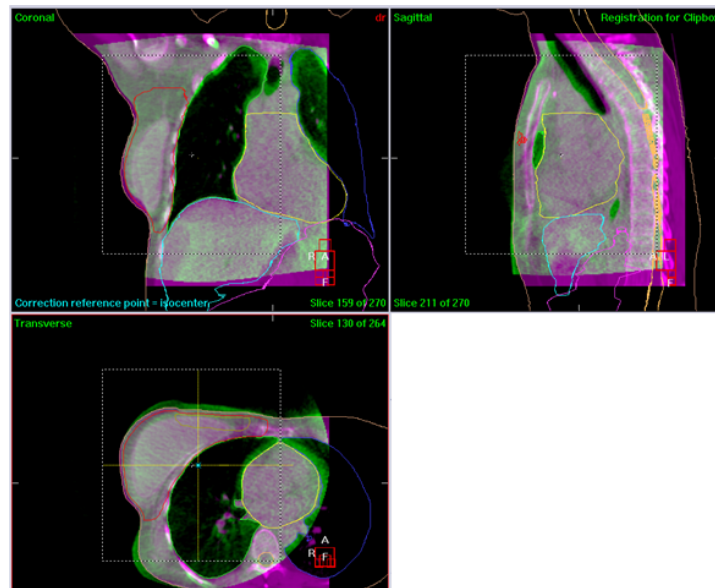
CBCT de uma paciente: fusão da imagem adquirida na TAC de planeamento (rosa) com a imagem de CT (verde) nos planos coronal, sagital e transversal.
